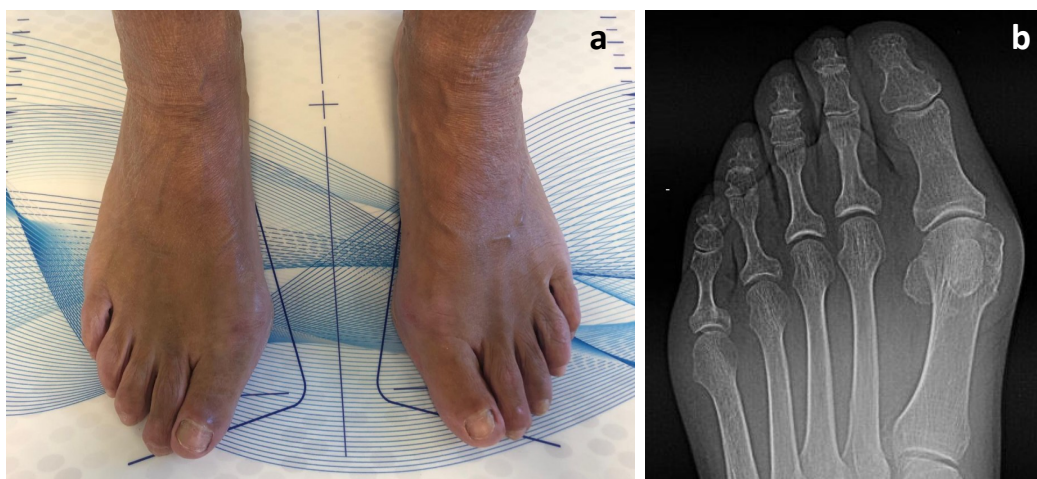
Pacient voluntària III. (a) Inspecció i valoració d'ambdós peus en posició de càrrega on s'observa desviació en valg del cap del primer metatarsià i segon dit en martell; (b) radiografia anteroposterior del peu esquerre en posició de càrrega. (imatge original de l'autora)
